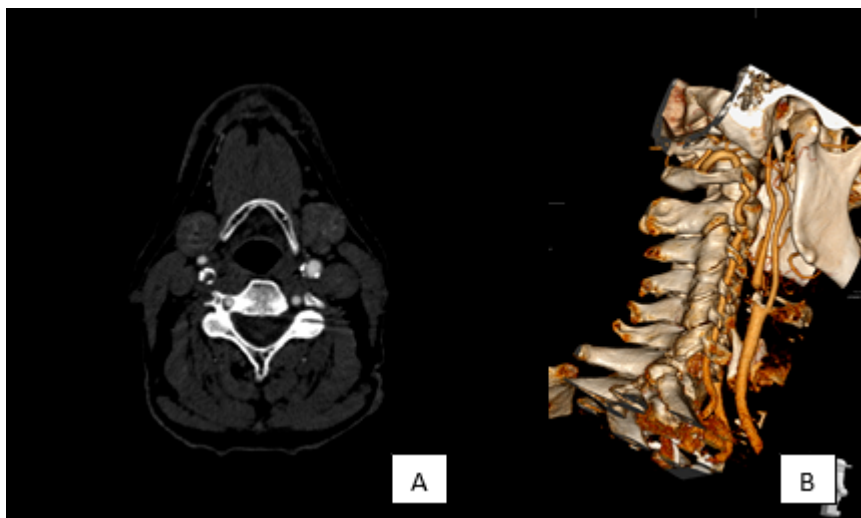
Angio-TC carotídeo. A: En un corte transversal se muestra una estenosis crítica en el origen de la arteria carótida interna derecha. B: Reconstrucción tridimensional.
